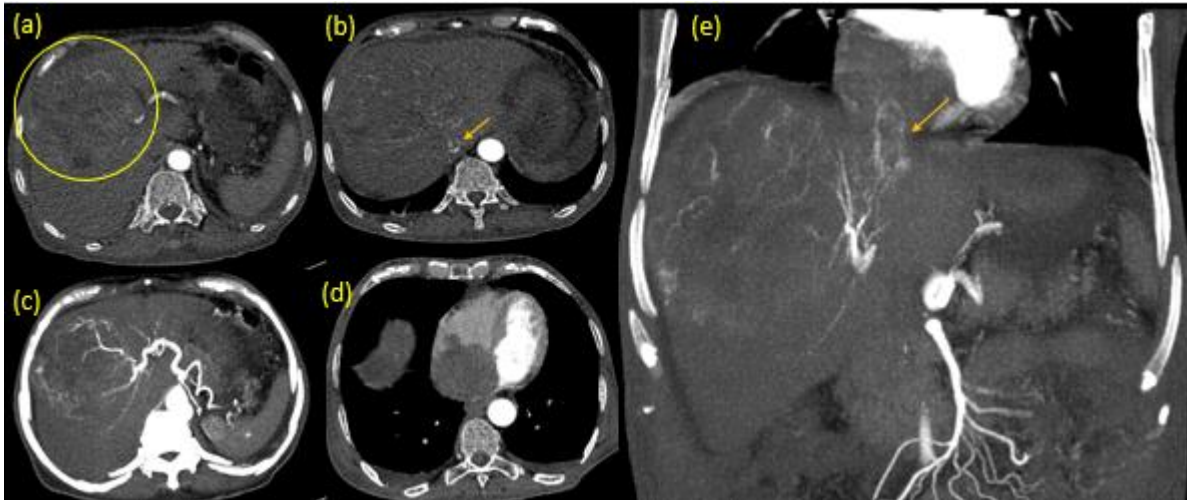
Syndrome de Budd–Chiari secondaire. TDM abdomino–pelvienne avec injection au temps artériel en coupes axiales (a,b,c,d) et reformation coronale (e) montrant une thrombose tumorale de la VCI prenant le contraste partiellement et de façon hétérogène au temps artériel dû à un envahissement porte d'un carcinome hépatocellulaire du foie droit bien visible en (a) et (c). Cette thrombose s'étend en intracardiaque (flèche jaune) comblant l'oreillette droite
